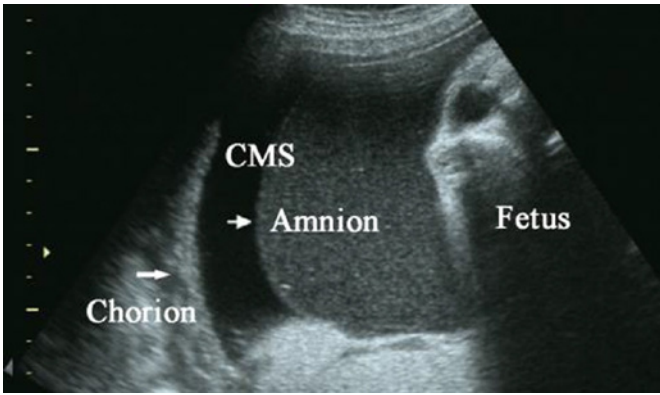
Ultrassonografia mostrando separação da membrana corioamniótica e polidrâmnio¹³.
